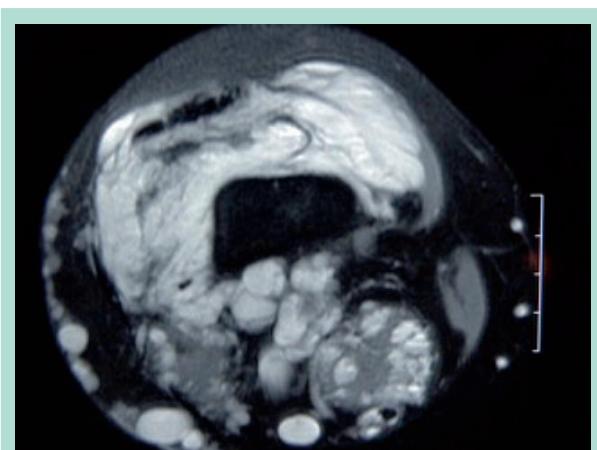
IRM du genou sur une malformation veineuse diffuse. En avant : MV intra-articulaire. En arrière : MV des muscles de la loge postérieure crurale.
